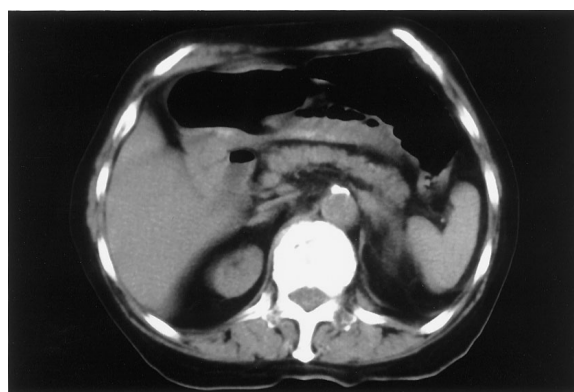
症例2の腹部CT(CT Grade分類¹⁵Grade)
